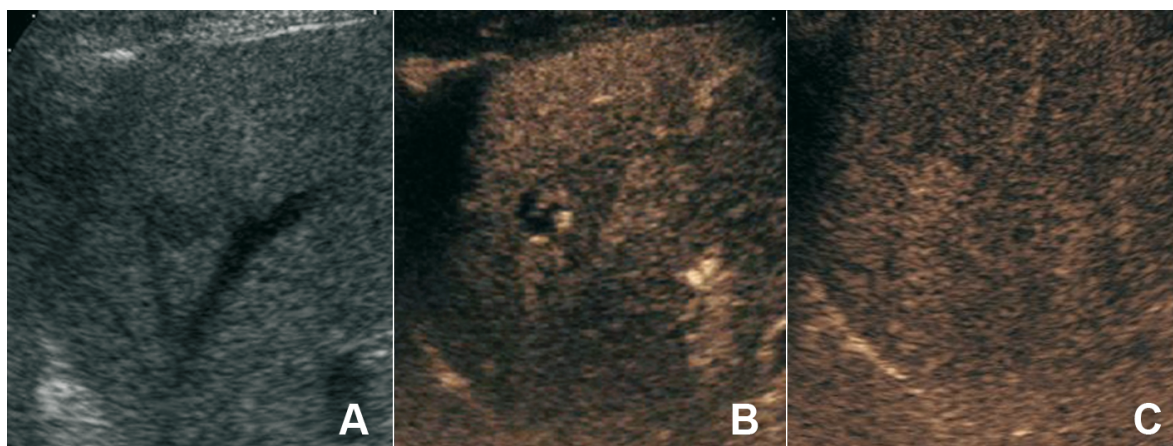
Lésion nodulaire hépatique hypoéchogène (A). Injection de produit contraste échographique, prise de contraste périphérique en motte (B) et prise de contraste persistante (C). Cette sémilogie est typique d'hémangiome et permet un diagnostic définitif
